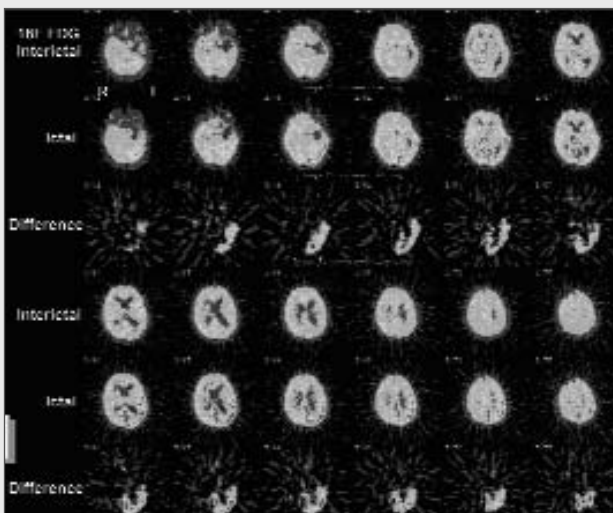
Ictal FDG PET study in a patient with a prolonged status-like seizure discharge in the left temporo-occipital cortex. This patient had been operated on with so-called "palliative" selective amygdalohippocampectomy with moderate success (see Interictal = Baseline). During the prolonged seizure discharge in the left temporo-occipital cortex (see Ictal and Difference between Interictal and Ictal) the patient presented with aphasic and visual symptoms, and was anxious with inadequate response to external stimuli.
